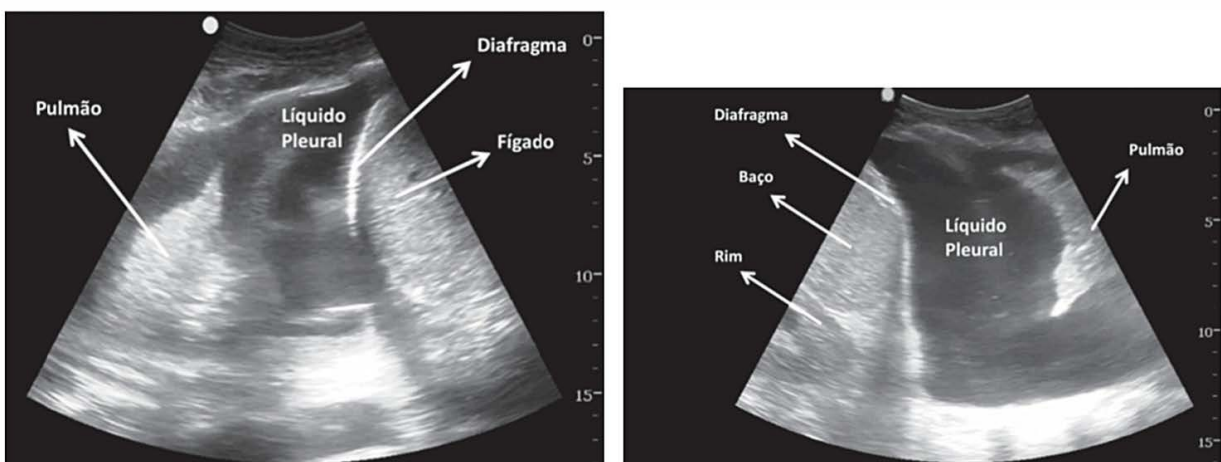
Derrame pleural e estruturas avaliadas durante o exame de USG.
